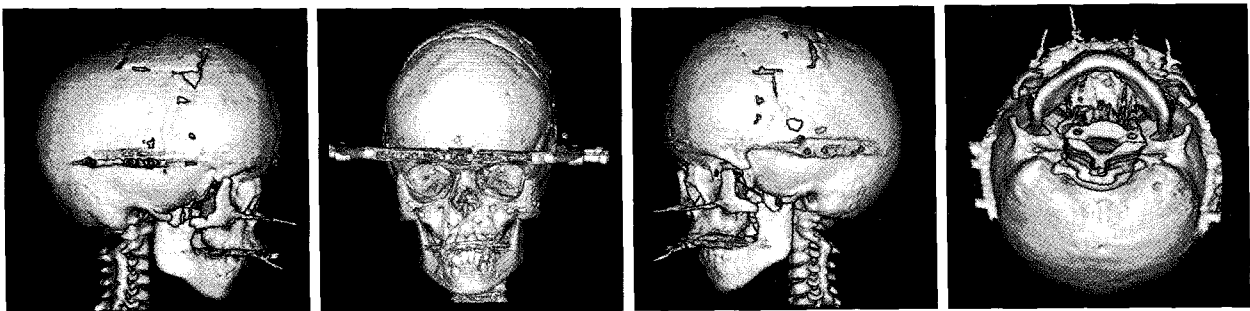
Postdistraction 3D CT
